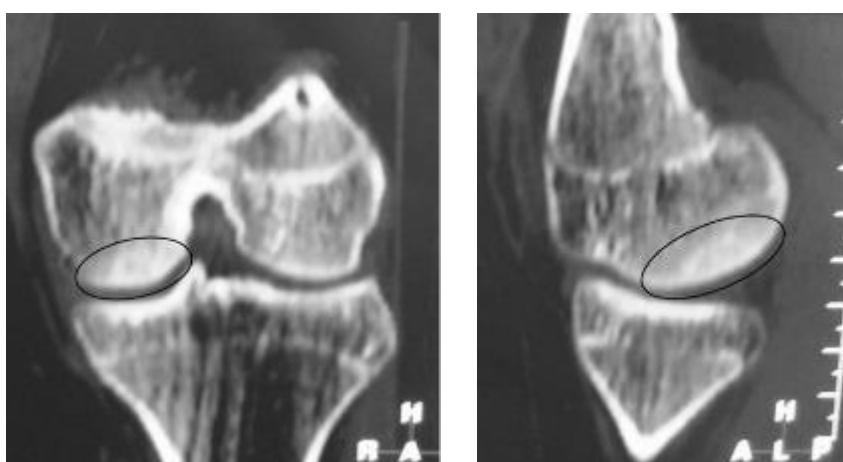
Продолжение. КТ через 2 года после операции.
